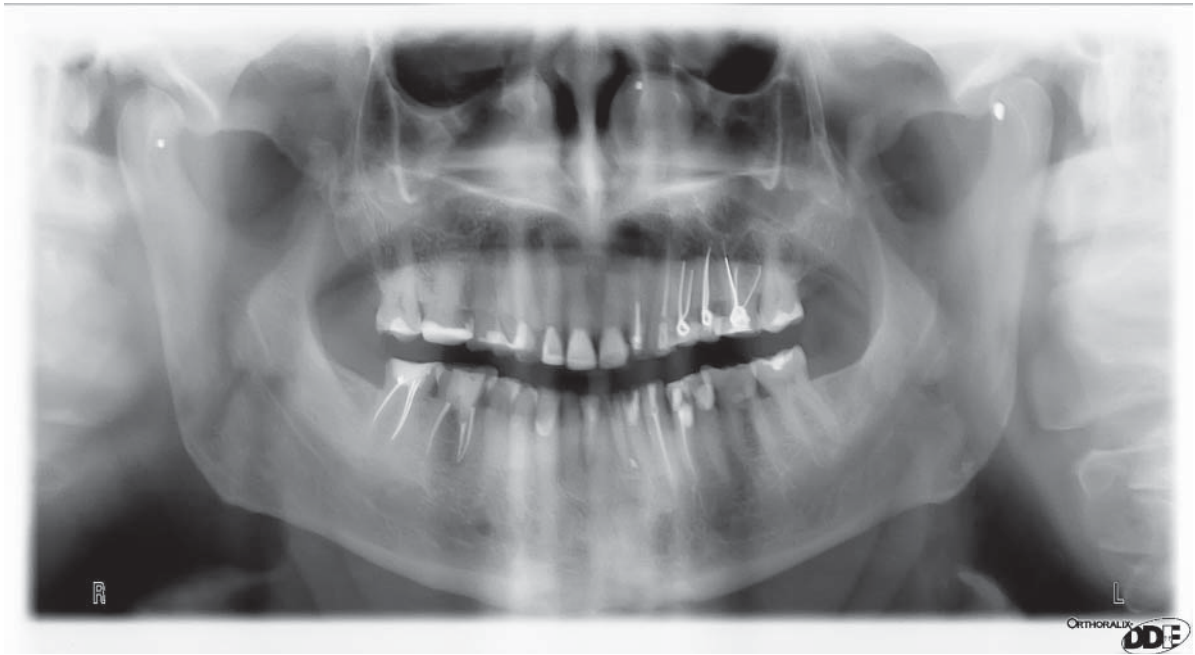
Ortopantomograma până la tratament
